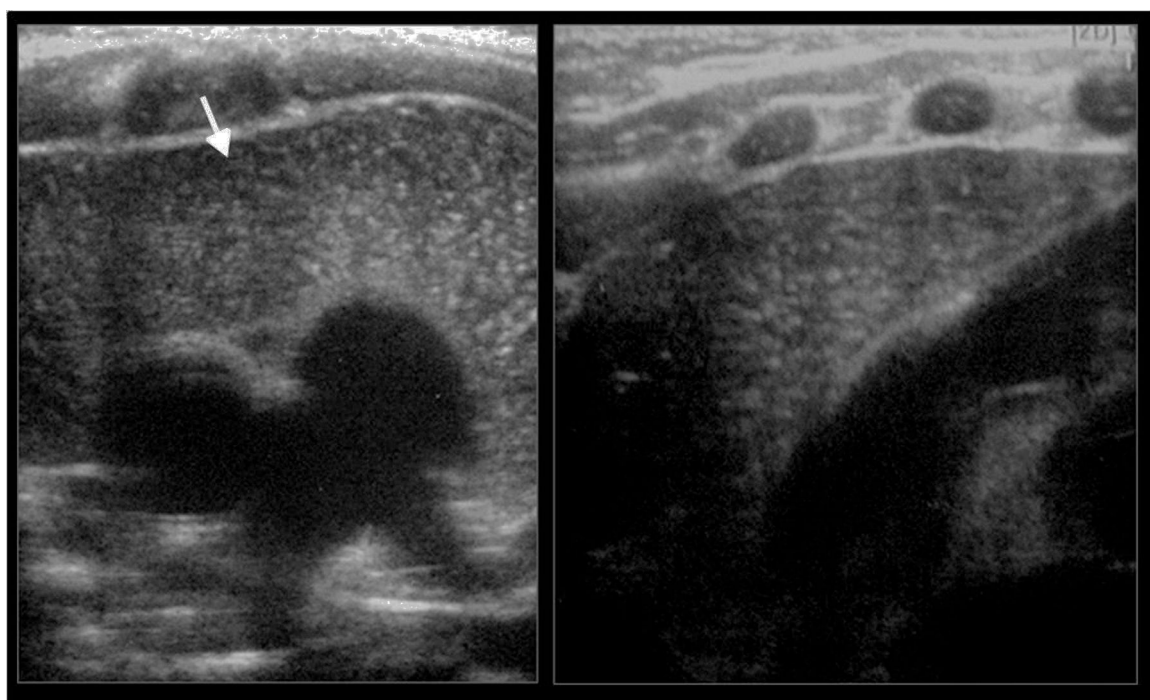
Ecografía transternal de un recién nacido: nótese la apariencia normal del timo (flecha), homogéneo y sin compresión de las estructuras vasculares.
